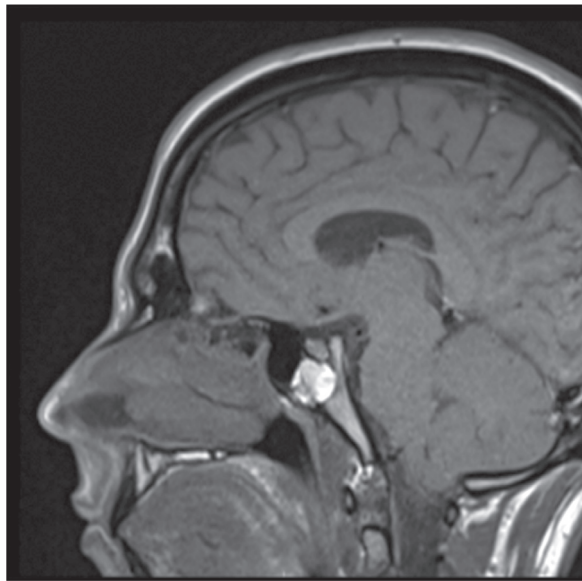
RM de cavidades paranasales en secuencia T1. Corte sagital. Se observa lesión expansiva del cuerpo del esfenoides, hiperintensa en T1, que suprime completamente en secuencias de saturación grasa, sin impregnación de medio de contraste endovenoso, con margen esclerótico, remodelación ósea e indemnidad de la cortical ósea.
